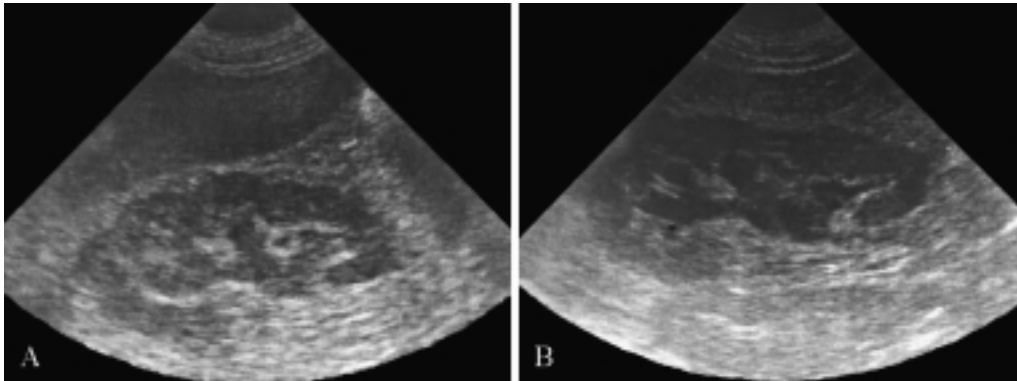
Caso 1. Ecografia del rene destro in scansione longitudinale. A) Esame basale : dilatazione calico-pielica con presenza di abbondante materiale ecogeno, senza cono d'ombra («fungus balls»). B) Controllo ecografico dopo quattro giorni di terapia antifungina: permane lieve idronefrosi con scarsa quantità di materiale esogeno nella pelvi renale.
